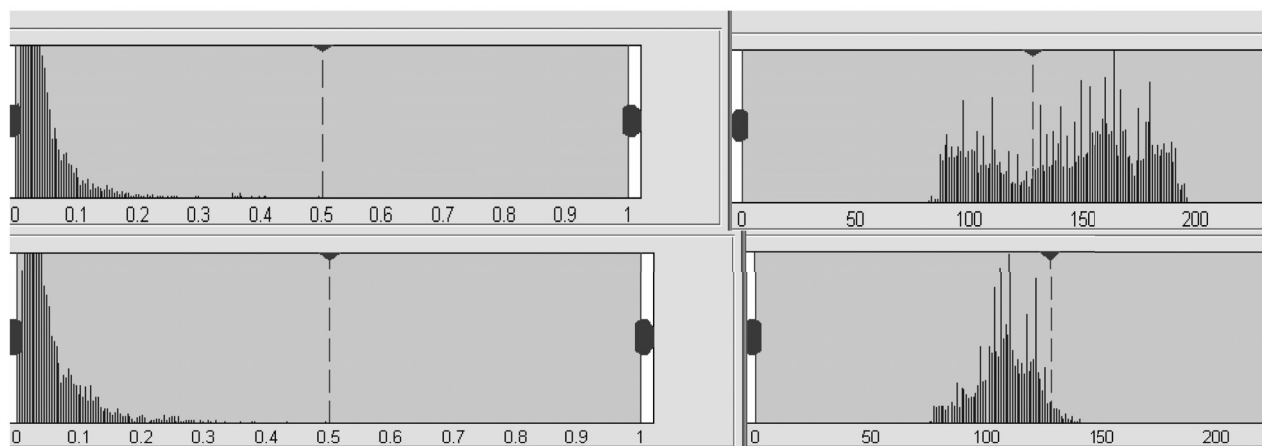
Гистограммы яркости оконных фрагментов рентгенограммы грудной клетки (справа) и гистограммы их оконных двумерных амплитудных преобразований Фурье (слева)
